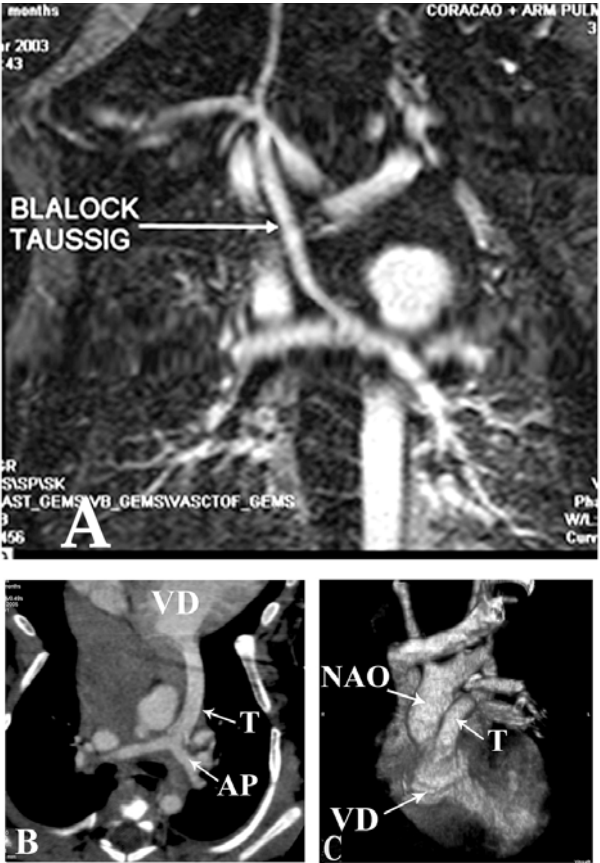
Fontes de perfusão pulmonar: - A: Angioressonância magnética (reconstrução multiplanar) mostrando anastomose Blalock-Taussig modificado conectando a artéria braquiocefálica à artéria pulmonar, B: Angiotomografia com reconstrução multiplanar mostrando tubo ventrículo direito para a artéria pulmonar e C: Reconstrução tridimensional do coração correlacionando o ventrículo direito, a neoaorta e o tubo de PTFE. Legenda: VD= ventrículo direito, AP= artéria pulmonar, NAO = neoaorta e T tubo de PTFE
